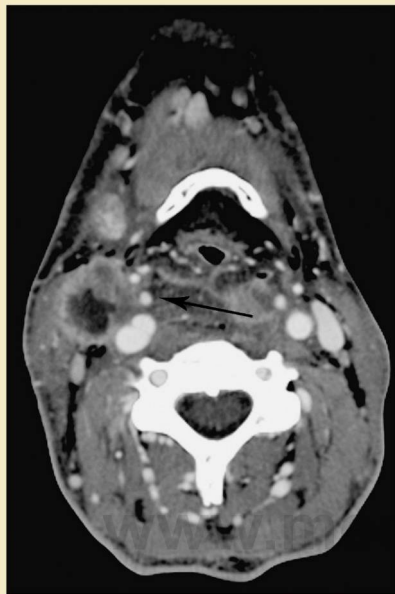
Estudio de TC axial con contraste de un tumor que invade la arteria carótida. La flecha indica la necrosis tumoral alrededor de la arteria carótida interna (arteria carótida interna derecha con una afectación circunferencial >200°). Existe una alta probabilidad de que el tumor la haya invadido.
